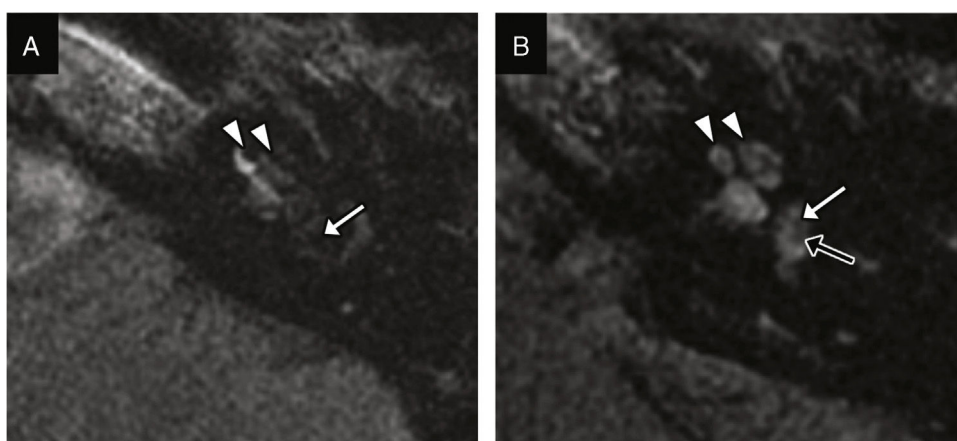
Hidrops endolinfático postraumático. A) Imagen transversal de RM en secuencia FLAIR a las 4 horas de la administración de contraste, en la que se identifican una dilatación del conducto endolinfático que oblitera por completo la rampa vestibular (puntas de flecha), y una dilatación del sáculo y el utrículo (flecha) que ocupa por completo el vestíbulo. B) Imagen comparativa de la normalidad en un paciente sin dilatación endolinfática; el conducto endolinfático se observa como una estructura laminar hipointensa por su falta de captación de contraste (puntas de flecha), mientras que el espacio perilinfático sí presenta captación de contraste y es hiperintenso. El sáculo (flecha blanca) y el utrículo (flecha negra) son individualizables y tienen una forma redondeada.
